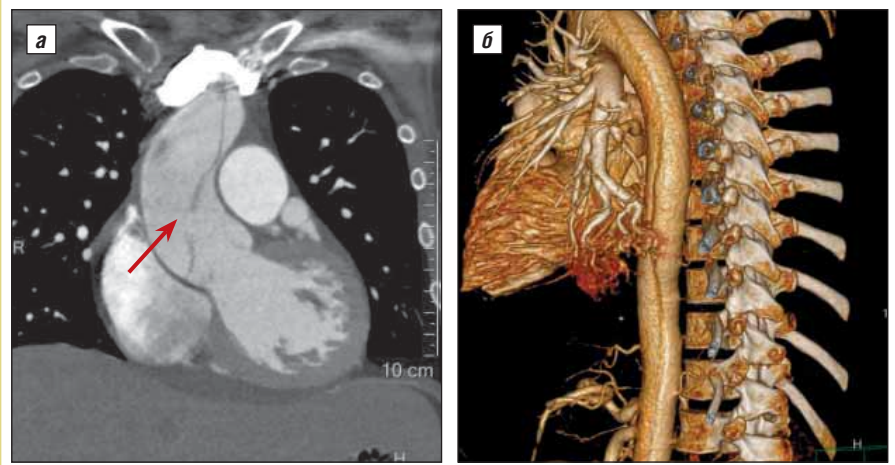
КТ пациентки М., 29 лет. Артериальная фаза сканирования: а — фронтальная реконструкция. Грудная аорта. В просвете визуализируется интимальный лоскут. Определяется уровень проксимальной фенестрации (стрелка); б — 3D-реконструкция. Область нисходящей и супраренального отдела грудной аорты. Выявляется расслоение аорты
